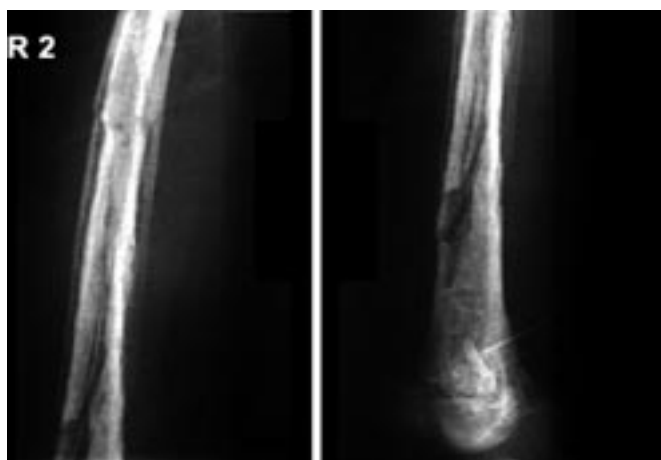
Рентгенологическая картина бедренной кости после операции.
